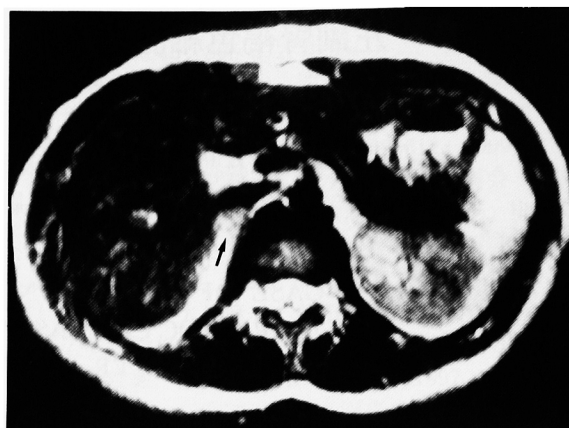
MRI showed a right adrenal tumor (arrow) close to an inferior vena cava (T2-weight image).
